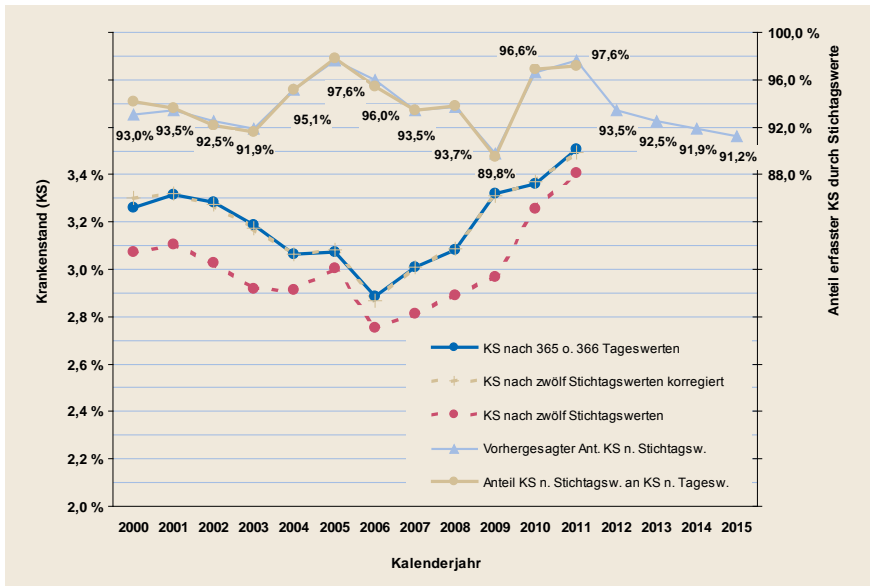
(Erwerbspersonen TK 2000 bis 2011, standardisiert)
